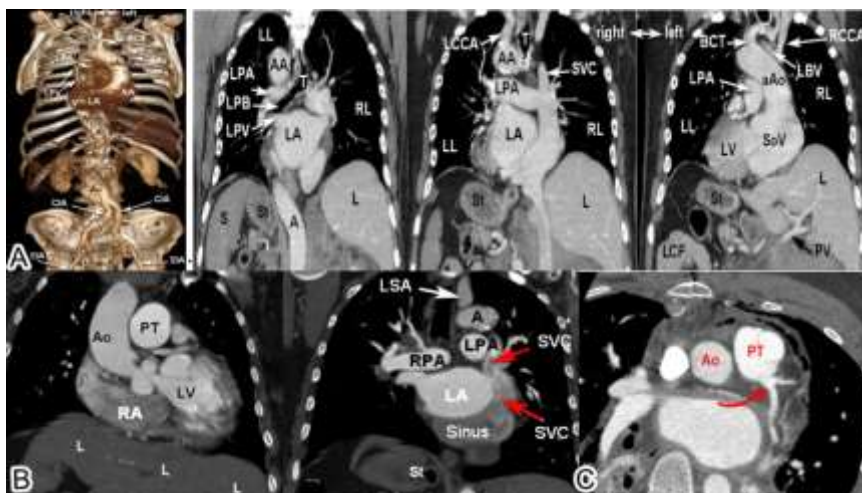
X-променева анатомія транспозиції (А), синдрому гетеротаксії (В) та аномального відходження лівої вінцевої артерії від легеневої артерії (С) під час проведення комп'ютерно-томографічного дослідження
